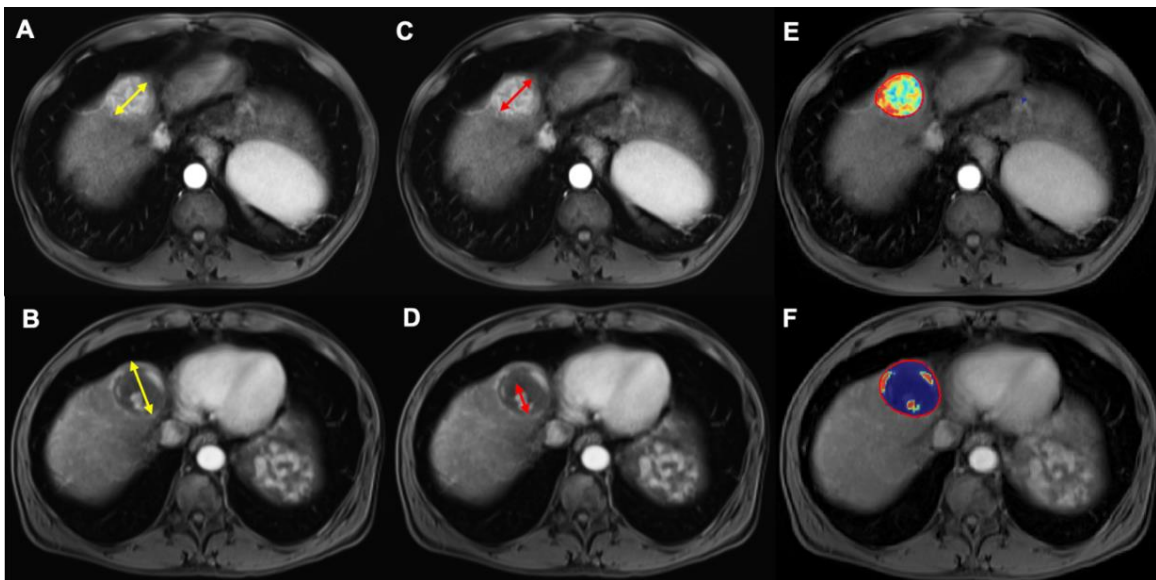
Bildbasierte Beurteilung des Tumoransprechens nach TACE eines HCC. Gezeigt werden axiale KM-gestützte T1-gewichtete MRT-Aufnahmen in der arteriellen Phase vor (obere Reihe) und sechs Wochen nach TACE (untere Reihe). A) und B) illustrieren die Messung des Tumordiameters zur Evaluation des Tumoransprechens gemäß RECIST 1.1. (stabile Erkrankung). C) und D) zeigen die Messung des längsten zusammenhängenden KM-anreichernden Tumordiameters gemäß mRECIST (partielle Remission). E) und F) visualisieren die Messung des dreidimensionalen Enhancing Tumor Volumes (ETV) zur Beurteilung des Tumoransprechens gemäß der quantitativen European Association for the Study of the Liver (qEASL) Kriterien (partielle Remission). (Originalabbildung durch die Autorin)
